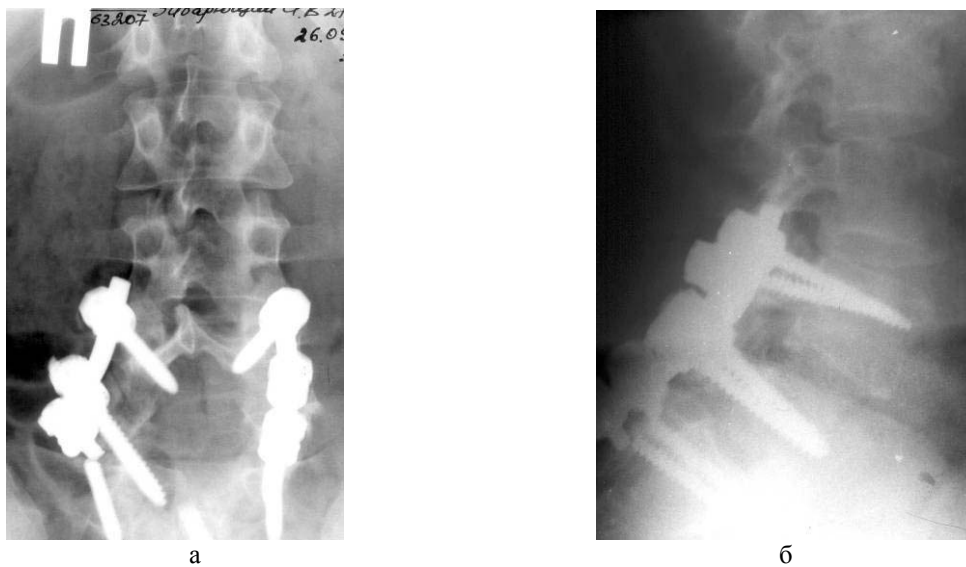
Фотовідбитки рентгенограм через 6 міс., після (а, б) оперативного втручання на рівнях L4-5 та L5-S1, хворий 3., 52 роки, № історії хвороби 63207.
